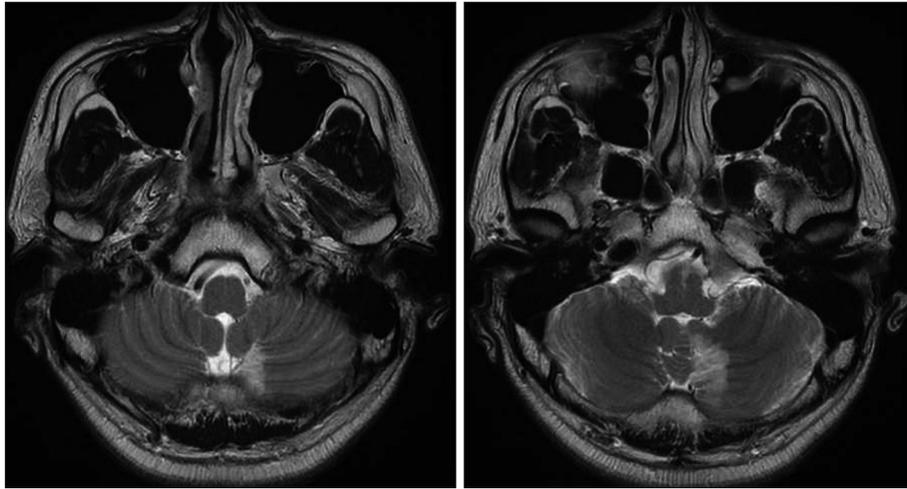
T2-weighted non-enhanced axial images presented acute infarction at the medial branch of left PICA territory.
